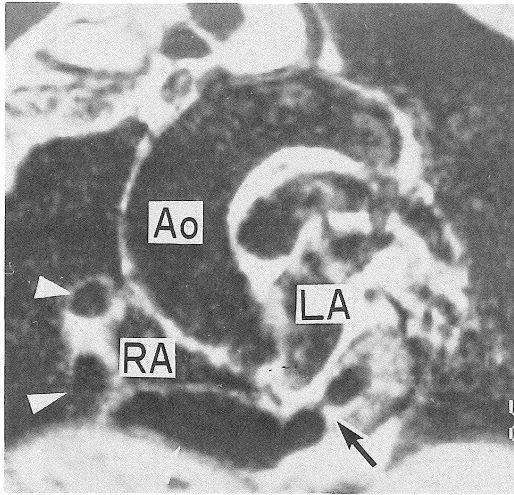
Cardiac gated MR imaging obtained in the left anterior oblique projection (spin echo image, TR=850ms, TE=19ms) Markedly dilated right coronary artery (arrowheads) is seen to empty into the posterior portion of left ventricle (arrow).
